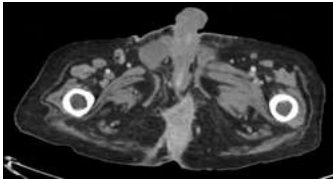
TAC pélvico con contraste intravenoso: se aprecian trayectos fistulosos en ambas regiones isquioanales, alcanzando el plano cutáneo en región glútea e interglútea; desde el flemón perineal parten dos trayectos fistulosos, dirigiéndose uno al testículo izquierdo y otro hacia ambas regionales inguinales hasta plano cutáneo.
